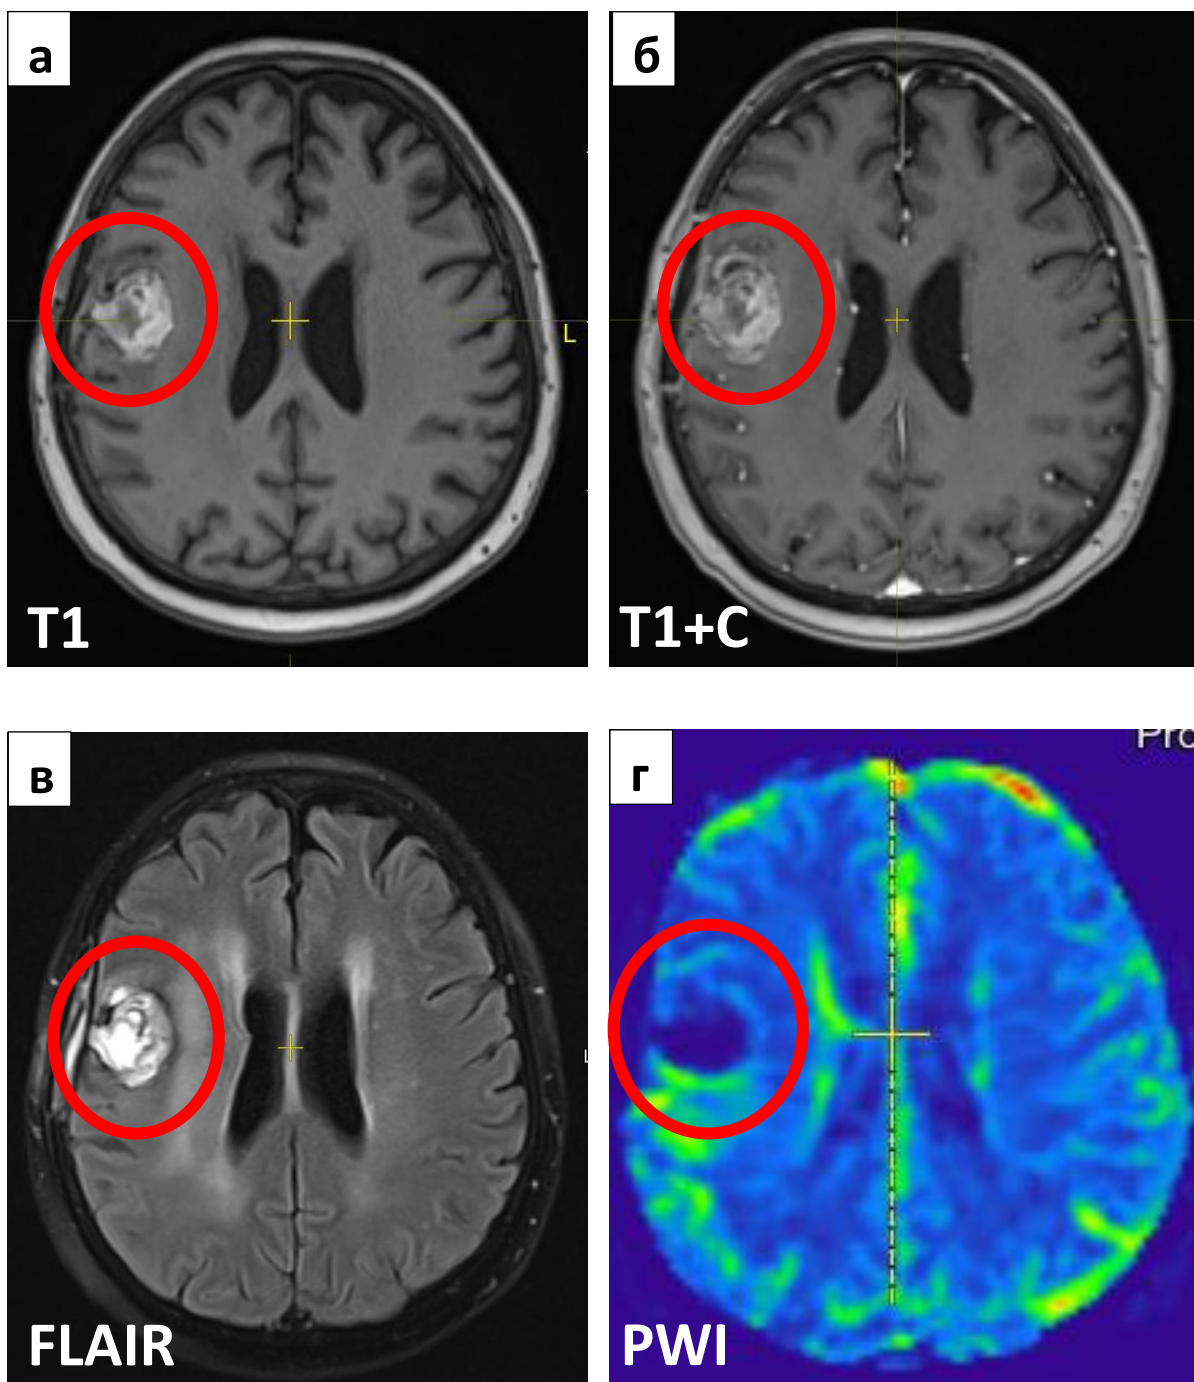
Клиническое наблюдение. Пациент Ю. 62 года. Глиобластома Grade IV правой лобно-теменной области. Состояние после удаления опухоли и через 1 месяц после окончания курса лучевой терапии. На изображениях в режимах T1 до и после контрастирования Gd (а,б) справа определяется послеоперационная киста с геморрагическим содержимым и гипоинтенсивным ободком гемосидерина в T2FLAIR (в) и нерезко гиперинтенсивной зоной перифокального отёка. Неравномерное накопление контрастного вещества (б) и фрагментарное нерезкое повышение кровотока в краевой зоне на перфузионной цветовой (г) карте может указывать на остаточную ткань.
